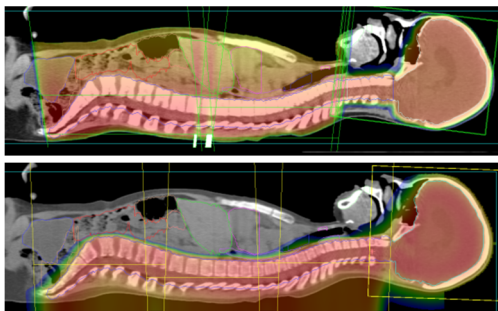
X線(上段)と陽子線①(下段)の線量分布
